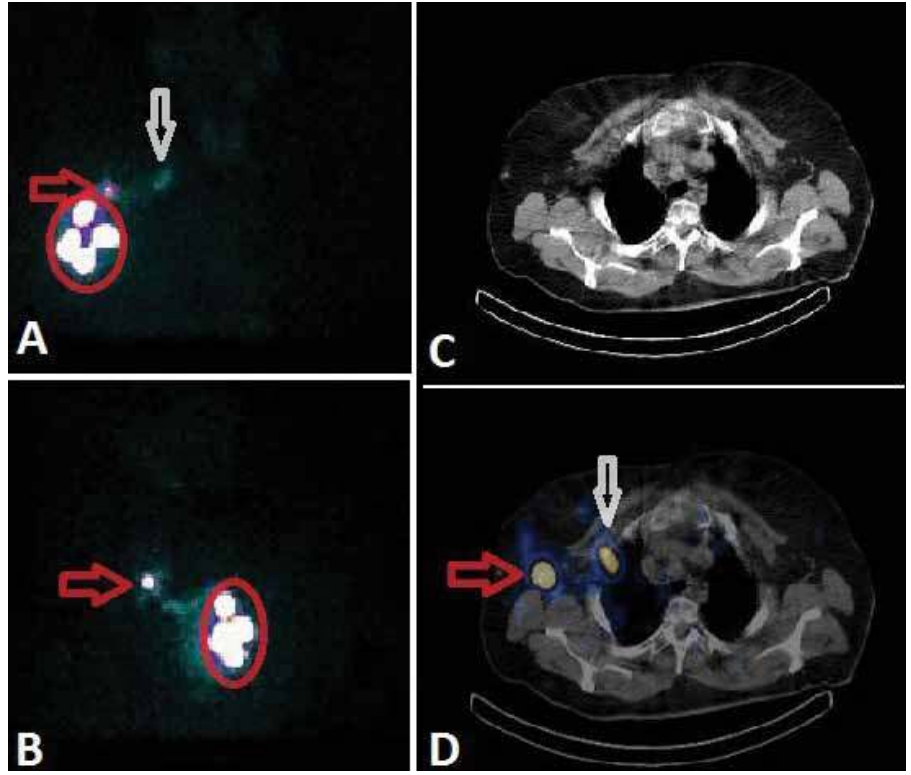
Sağ meme kanseri olan olguda (A) anterior (B) sağ lateral PLS görüntülerinde 2 adet SLN saptanırken (beyaz ve gri çerçeveli oklar), 2 adet aktivite tutulumu bulaşma açısından şüpheli uyandırıyor (beyaz ve kırmızı oklar). (C) aksiyal SPECT/BT görüntüsünde kırmızı okla gösterilen aktivite tutulumunun IMLN, (D) aksiyal SPECT/BT farklı kesit görüntüsünde beyaz ok ile gösterilen aktivite birikiminin cilt bulaşığına ait olduğu saptanıyor
